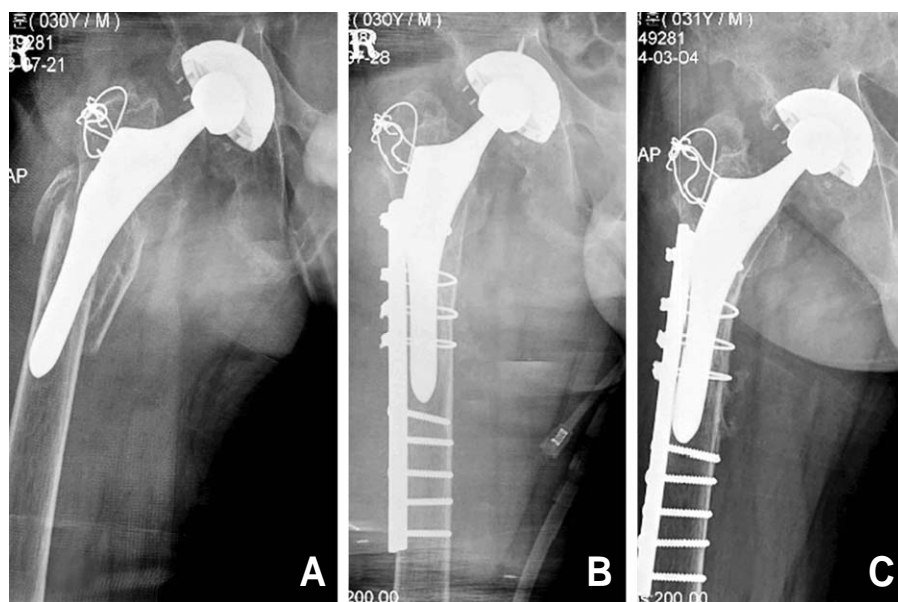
(A) The anteroposterior radiograph shows type B3 fracture. (B) Postoperative radiograph at second week shows that fracture is stably fixed with plate, screws and cerclage wire, and remaining stem is stably fixed as well. (C) Postoperative radiograph at one year shows good healing of fracture with stable prosthesis.
